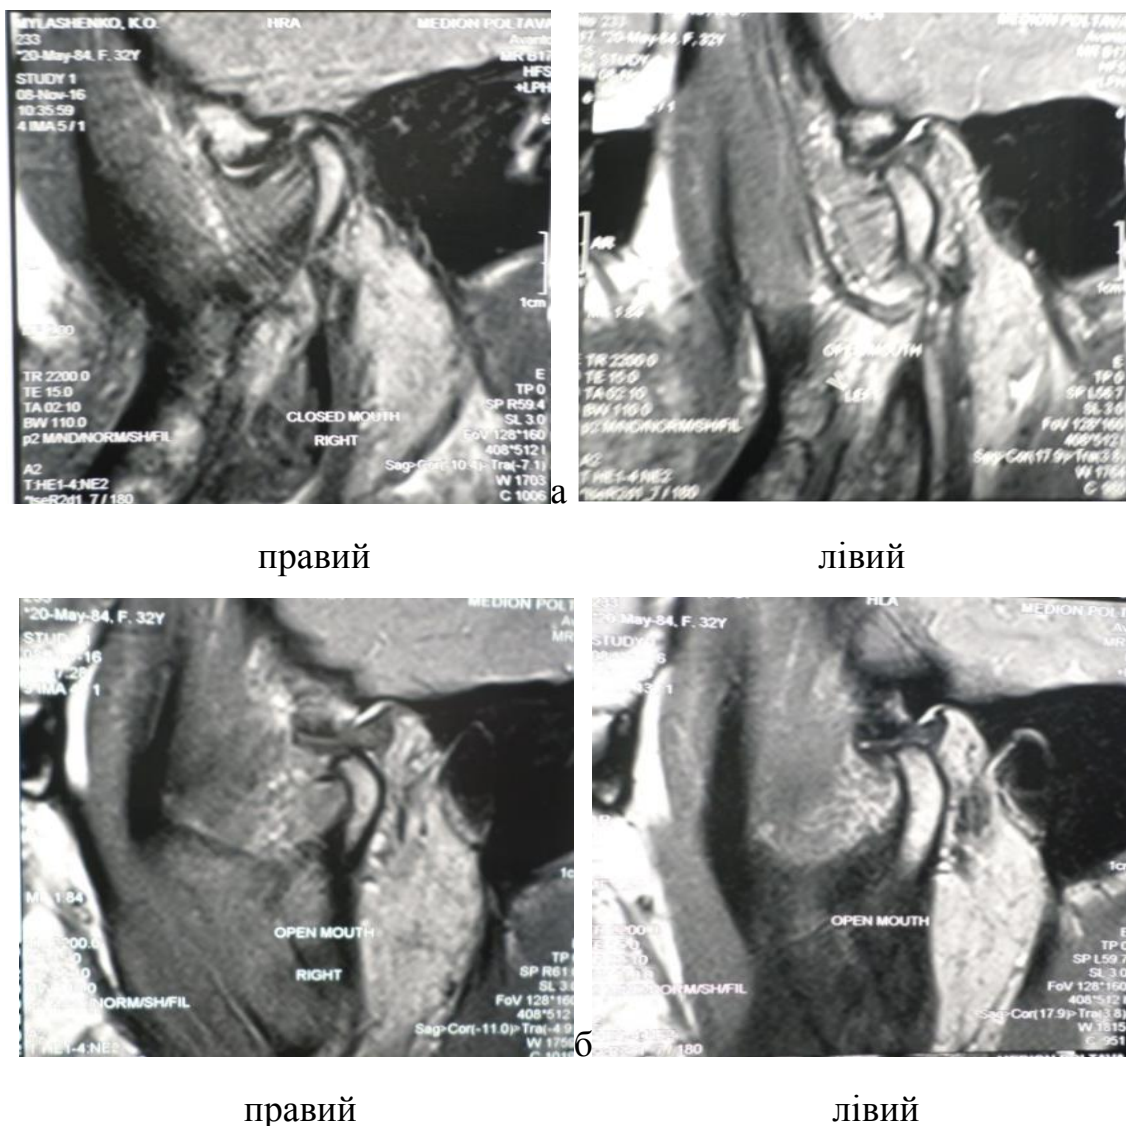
Фрагменти МР томограм СНЩС пацієнтки К., 36 р. (амб. картка 108/т). Діагноз: компресійно-дислокаційна дисфункція СНЩС важкого ступеня; компресія зліва, дислокація суглобової головки справа. При закритому роті (а) розширення суглобової щілини в правому суглобі, суглобовий диск не змінений; звуження суглобової щілини в лівому суглобі, стоншення диска в центральному відділі за рахунок здавлювання. При відкритому роті (б) в правому суглобі суглобовий диск зміщений дозаду, щілина розширена; в лівому суглобі диск не змінив свого положення, суглобова щілина звужена.
